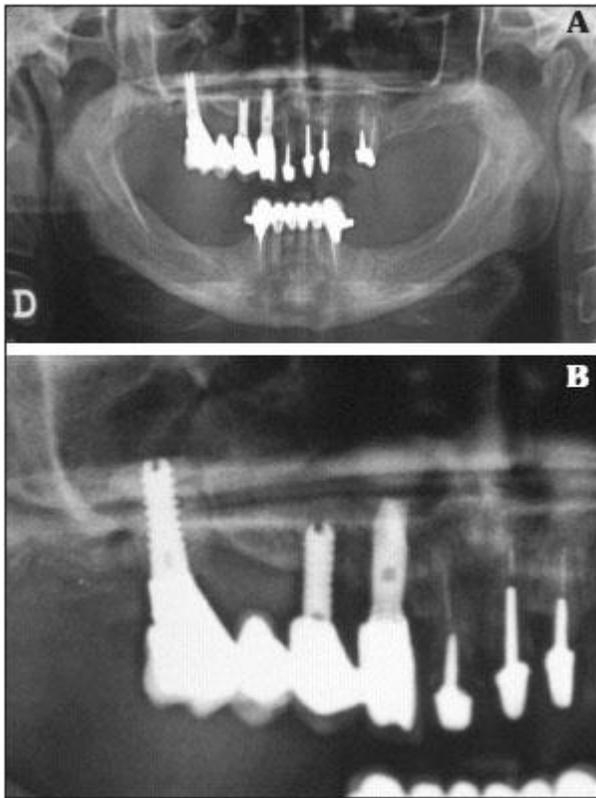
En la imagen superior se observa una ortopantomografía. En la imagen de abajo hay un acercamiento del primer cuadrante donde el implante 1-6 hace una comunicación con el seno maxilar.²⁰
